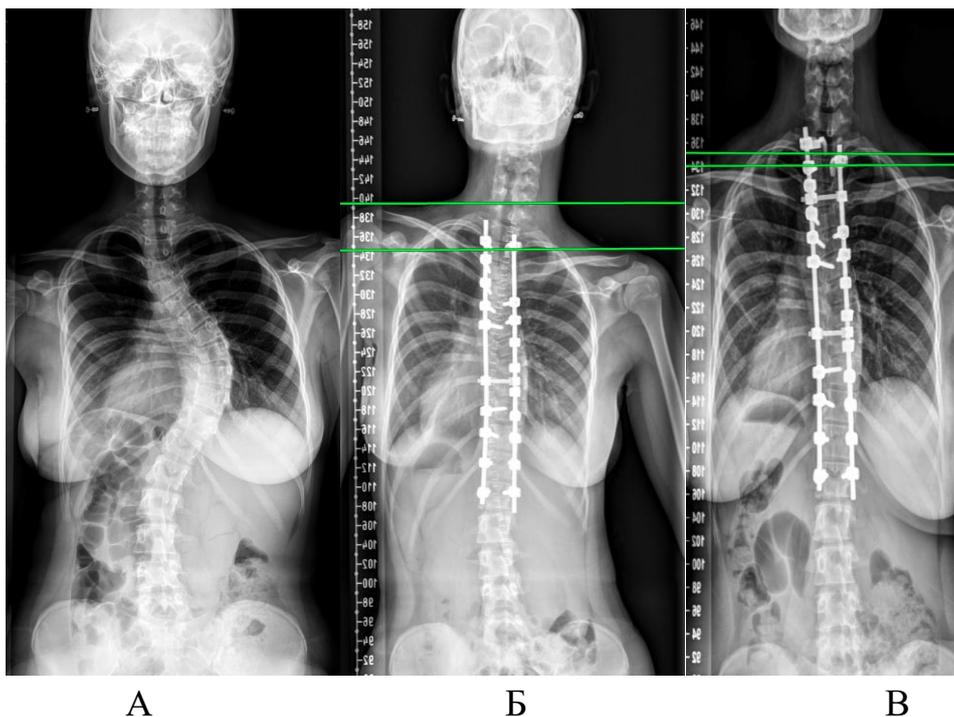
Рентгенограммы пациентки 17 лет: А – до проведения оперативного лечения; Б - установка супраламинарного крюка привела к выраженному нарушению баланса надплечий при значительной коррекции деформации; В – установка супраламинарного крюка на уровне Th1 позвонка позволила добиться улучшения «латерального» баланса.
